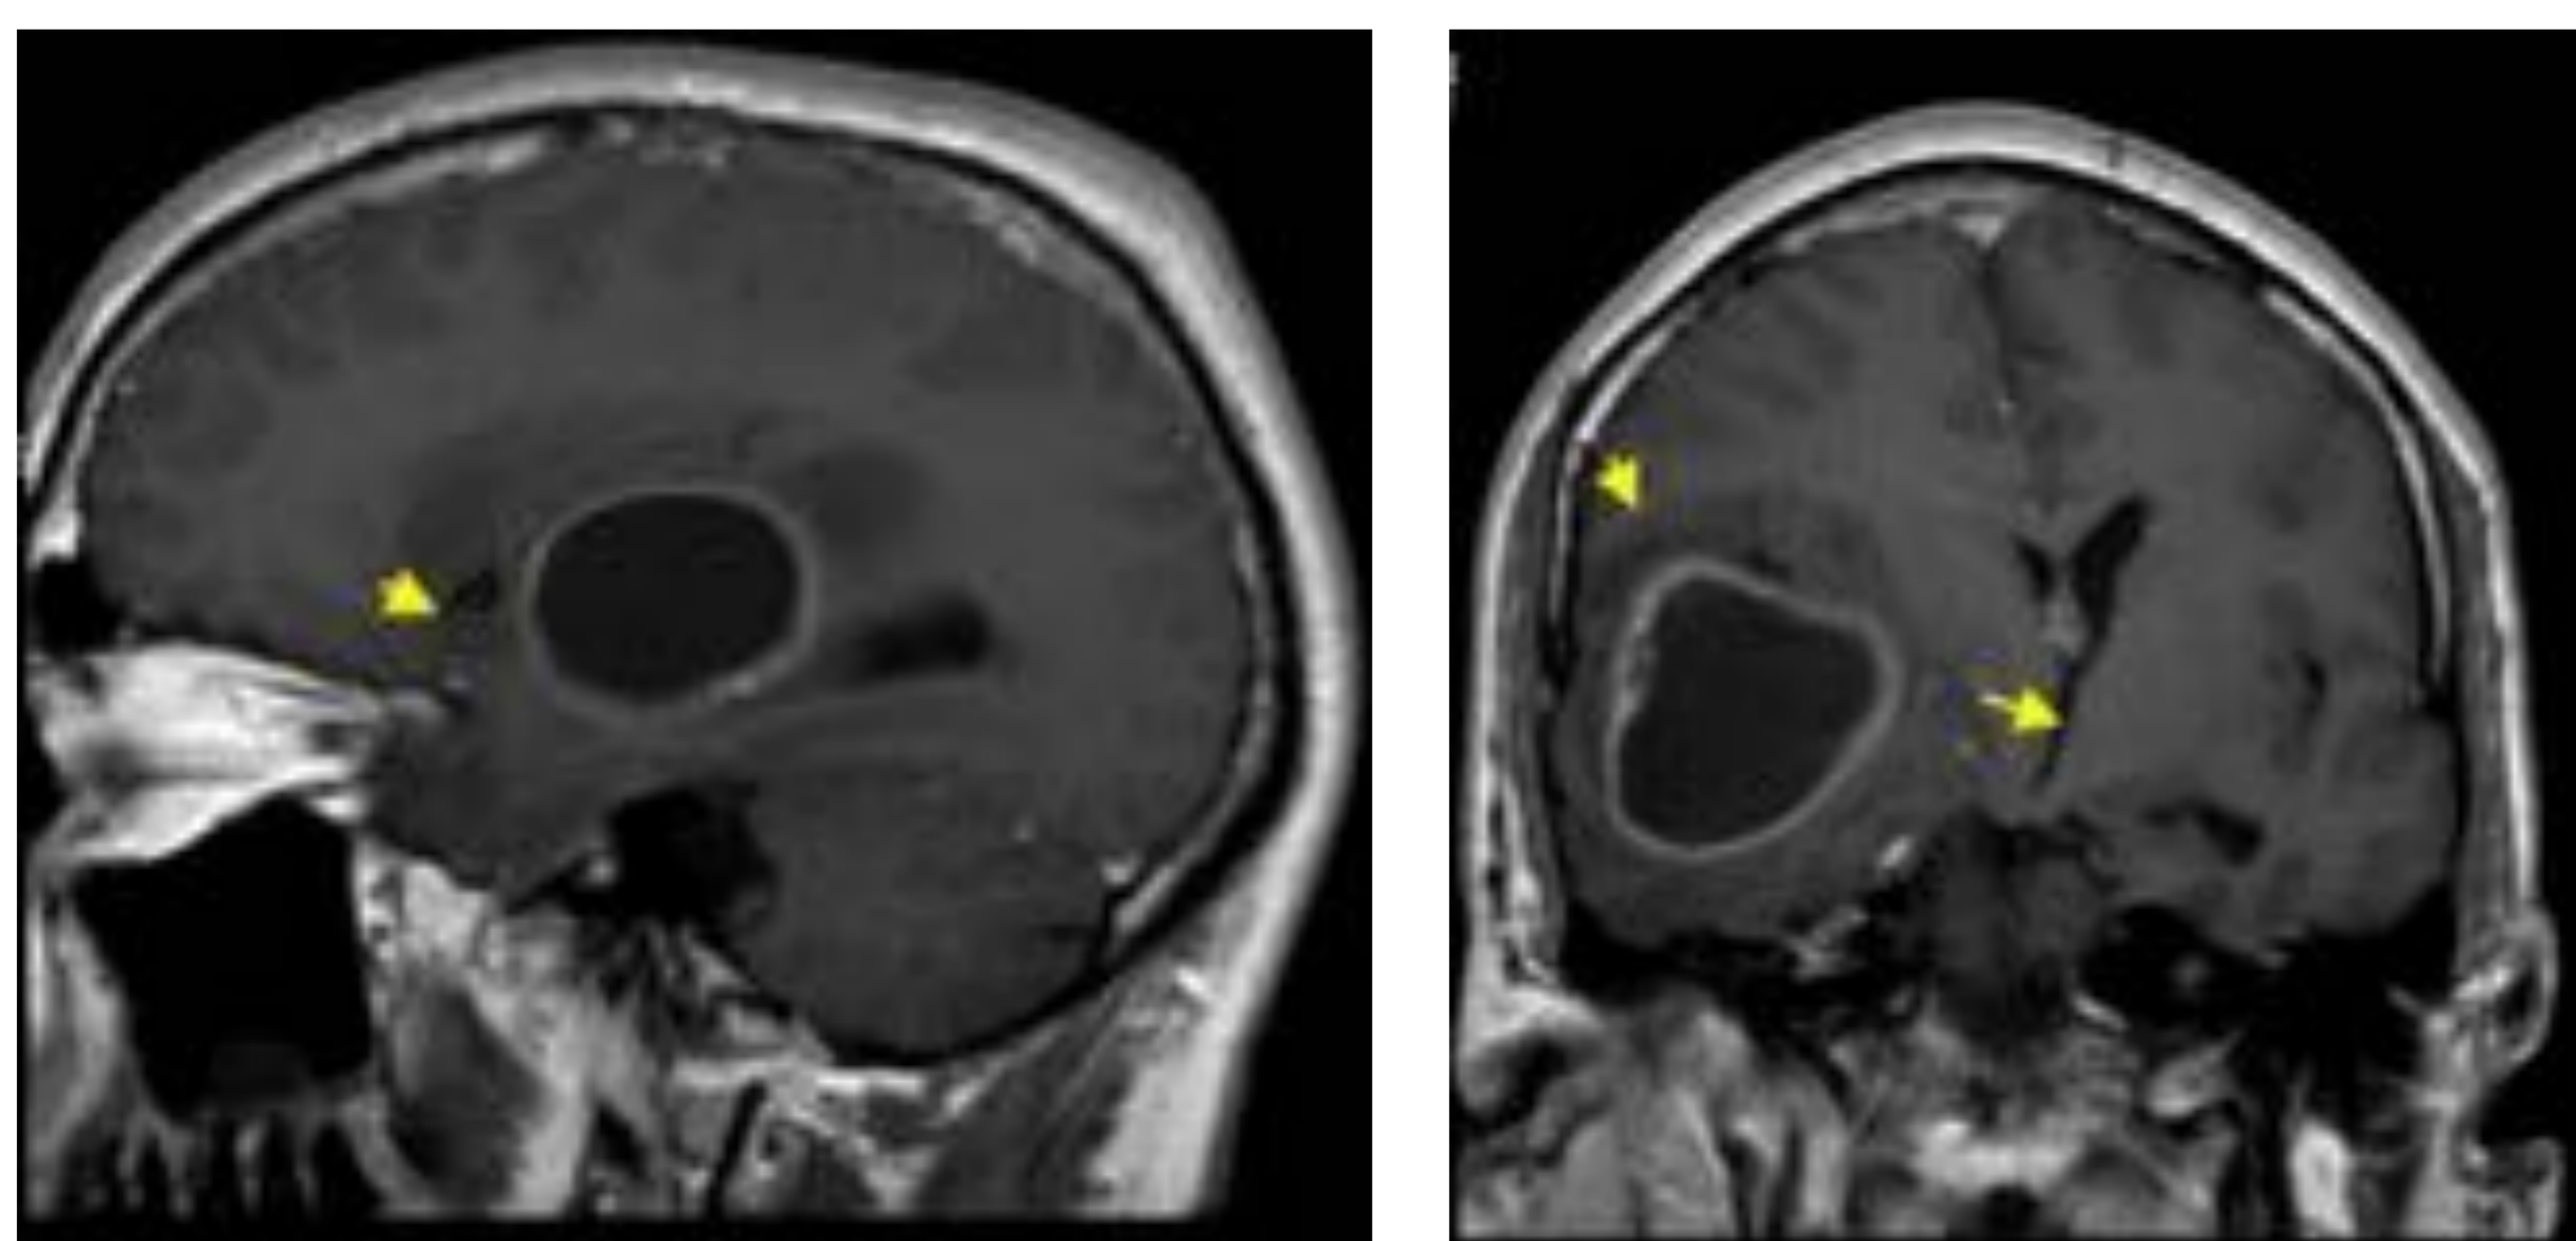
(corte sagital RM secuencia 3DT1 con civ) y Fig. 56 (corte frontal secuencia 3DT1 con civ): lesión quística temporal que produce hernia transalar.
